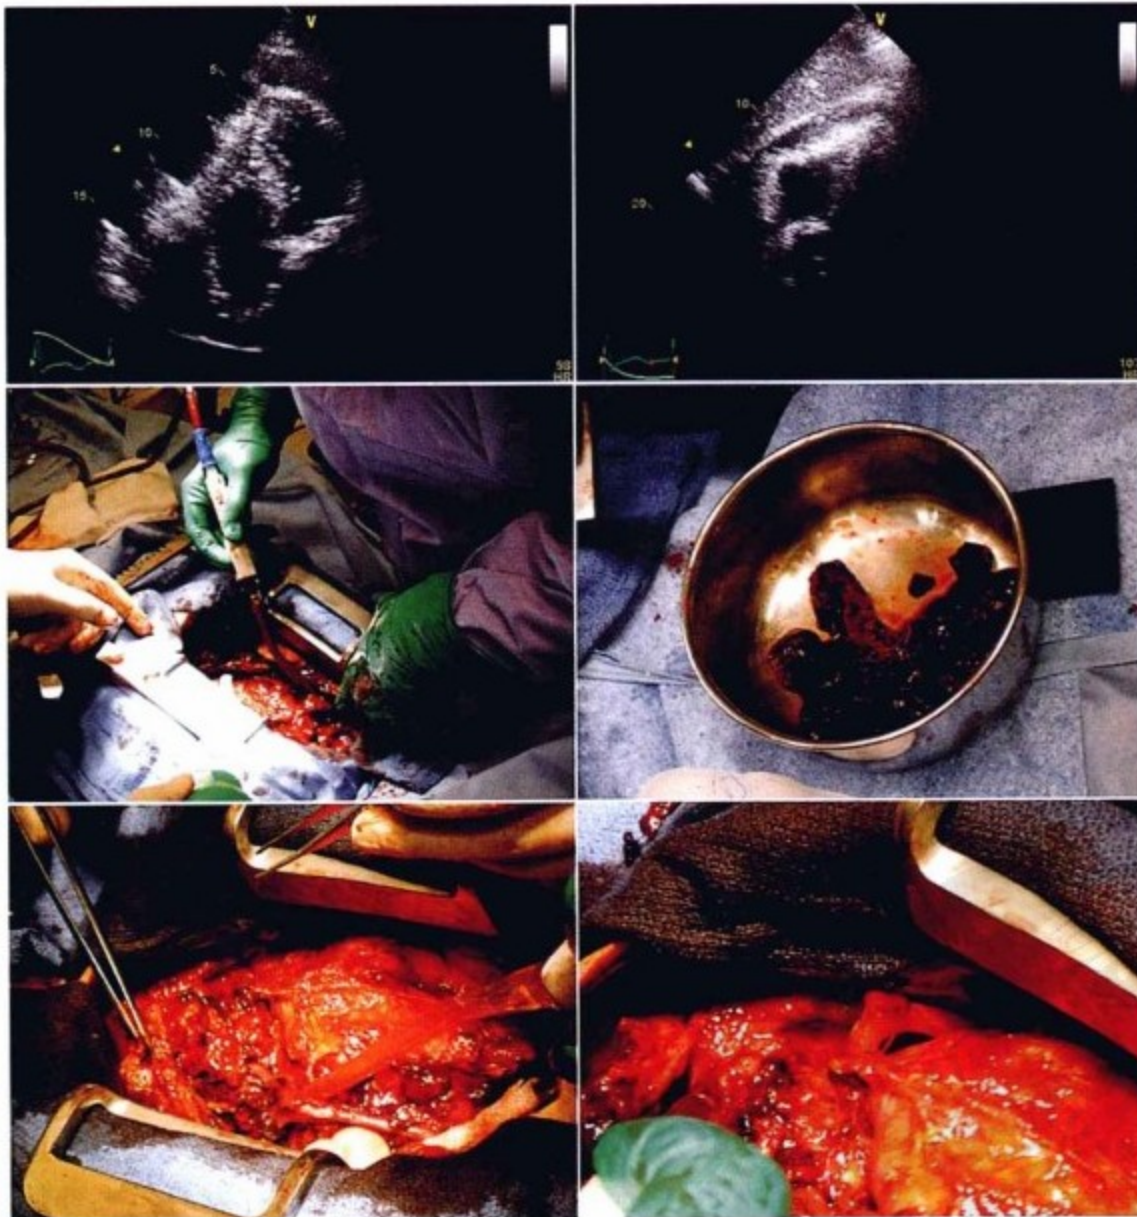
患者男性,78岁,冠状动脉三支病变旁路移植术后5天,再次开胸行主动脉瓣和二尖瓣置换术。在ICU出现严重而危急的低心排出量表现。左上图,床旁经胸超声心动图显示大量心包积液,右心室游离壁广泛的纤维粘连,右心房无塌陷。右上图,心脏剑突下切面显示右心室与心包表面粘连,未见心包积液。中间图示心包清除术。虽然诱导麻醉时应用了升压药,但在300~400ml暗红色的血液从心包腔内涌出后,血压仍然下降。同时还发现存在同等容积的凝血块并进行了仔细剥离,血块的质地不同,从凝胶状到较硬至坚硬,程度不一。左下图,既往的多次心脏手术导致升主动脉外壁粗糙,不规则。引流管位于连接冠状动脉后降支的静脉桥血管下方,后降支发自主动脉右侧。右下图,另一静脉桥血管,连接升主动脉和钝缘支。桥血管与钝缘支吻合口处的出血导致术后心包压塞和心包内血栓形成。
